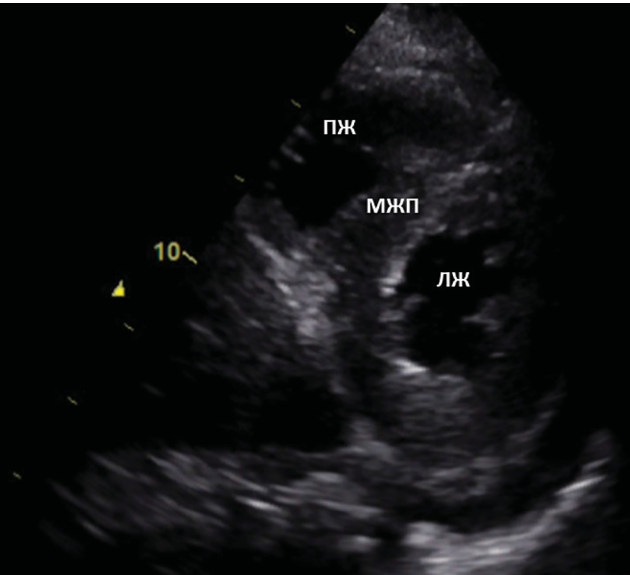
Б. Эхокардиограмма (Фото предоставлены доктором Ганиевой И.И.). Парастеральная позиция по короткой оси левого желудочка: выраженная гипертрофия миокарда левого желудочка. ЛЖ — левый желудочек, ПЖ — правый желудочек, МЖП — межжелудочковая перегородка
